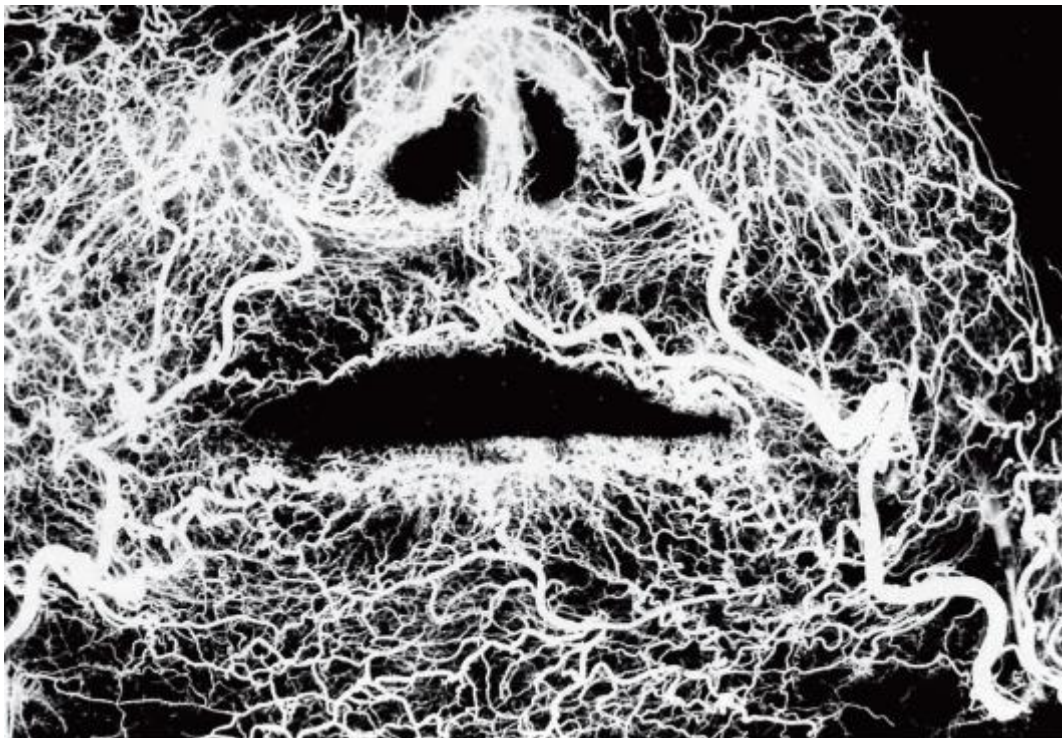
Фоторентгенограмма артериальной сети мягких тканей лица (препарат В.М. Калиниченко)
